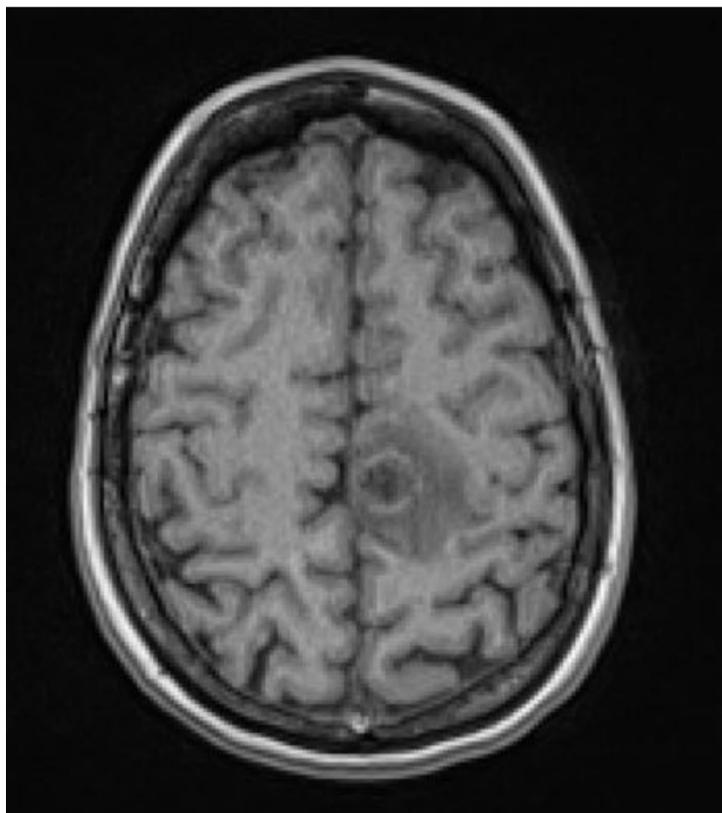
RM secuencia T1. Área hipointensa rodeada de anillo isointenso con el parénquima y edema vasogénico.
